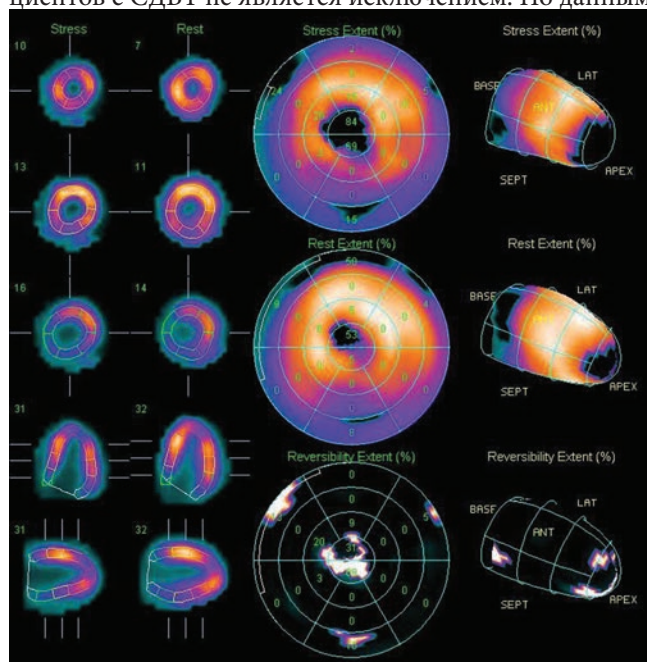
Перфузионная сцинтиграфия миокарда в покое/с нагрузкой. На скинтиграмме выявлено наличие обратимого дефекта перфузии. В состоянии покоя снижение перфузии в апикальных и средних сегментах заднебоковой стенки. На стресс-индуцированных изображениях регистрируются дефекты перфузии и признаки переходящей ишемии в указанной области
